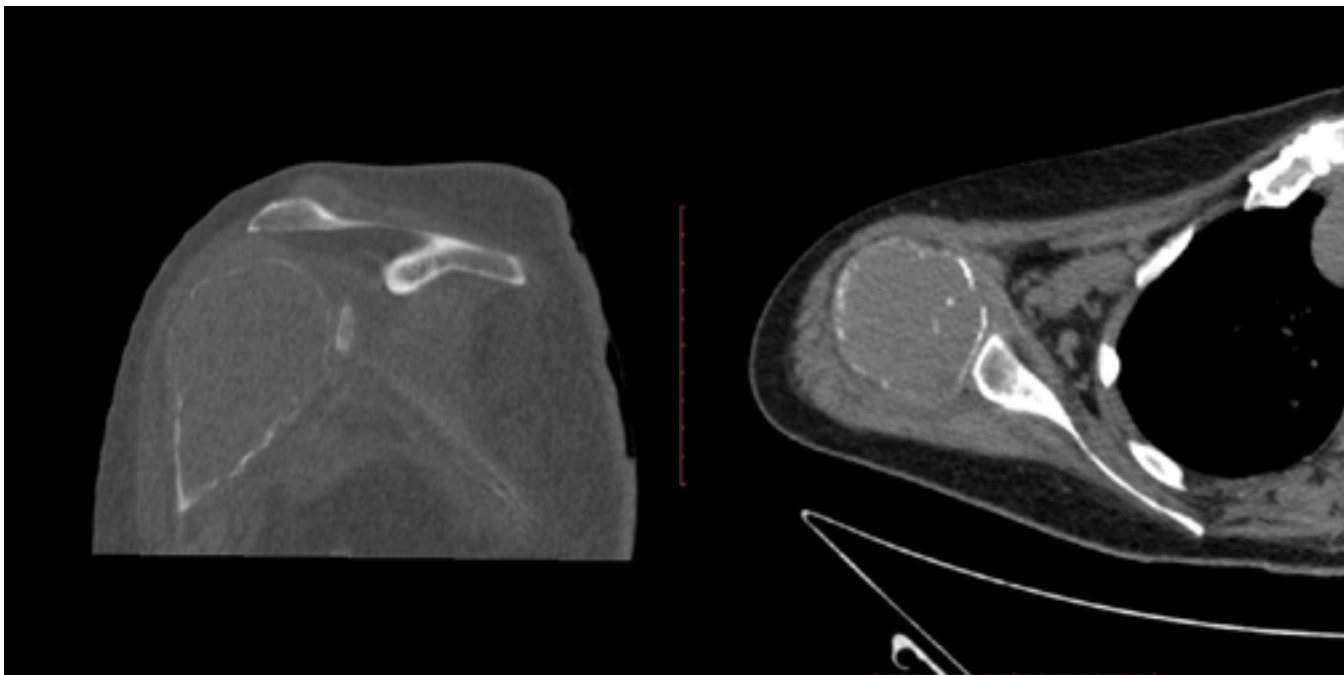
Tomografia computadorizada axial e coronal do ombro direito demonstrando lesão meta epifisária umeral com descontinuidade cortical.
